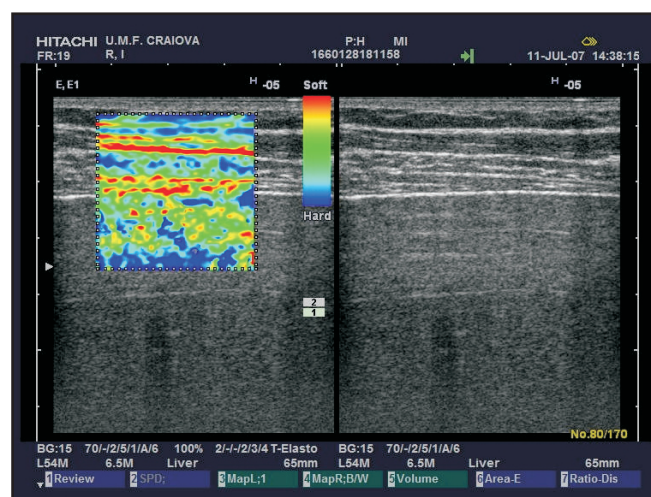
Elastografie ecografică în timp real la un pacient în vârsta de 41 de ani cu hepatită cronică virală C. Parenchimul hepatic are o duritate intermediară (roșu-verde-albastru).
